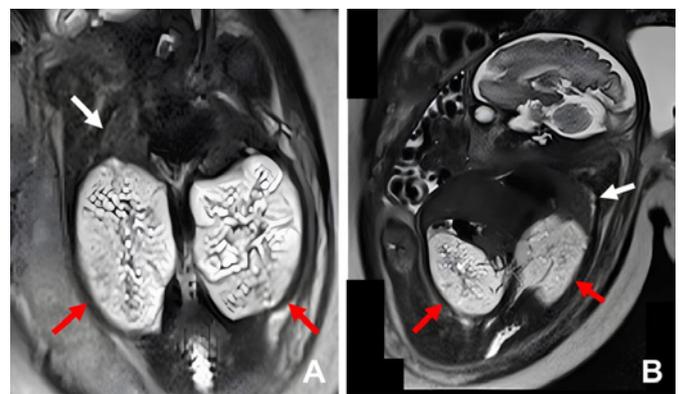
Aspecto dos rins visualizados através da ressonância magnética fetal. Notar semelhança com os achados verificados por meio do exame de ultrassom. As setas vermelhas indicam os rins e as brancas, o pulmão, que, pelo tamanho, parece se mostrar hipoplásico (A e B).
